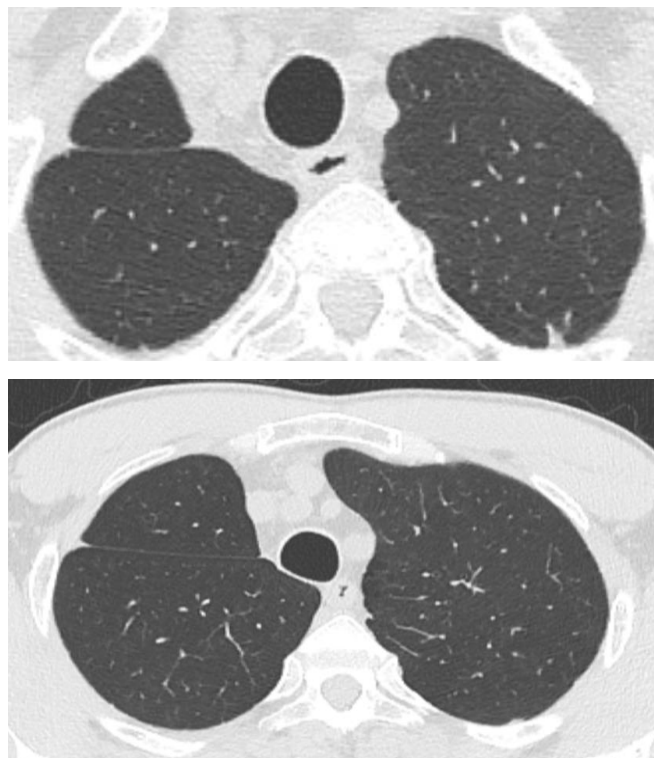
КТ органов грудной клетки (от апреля 2024 г.). Фиброзные изменения в зоне оперативного вмешательства, свежих очаговых, инфильтративных и деструктивных изменений нет.
